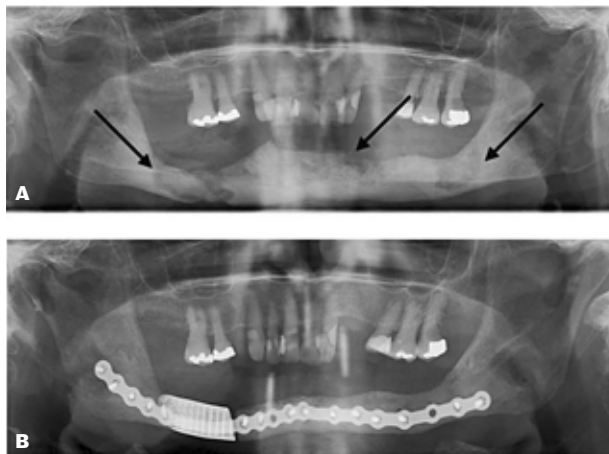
A. Røntgenundersøgelse ved henvisning med osteonekrose bilateralt i underkæben og patologisk fraktur i højre side. B. Røntgenundersøgelse i form af ortopantomografi 24 måneder efter rekonstruktion.
